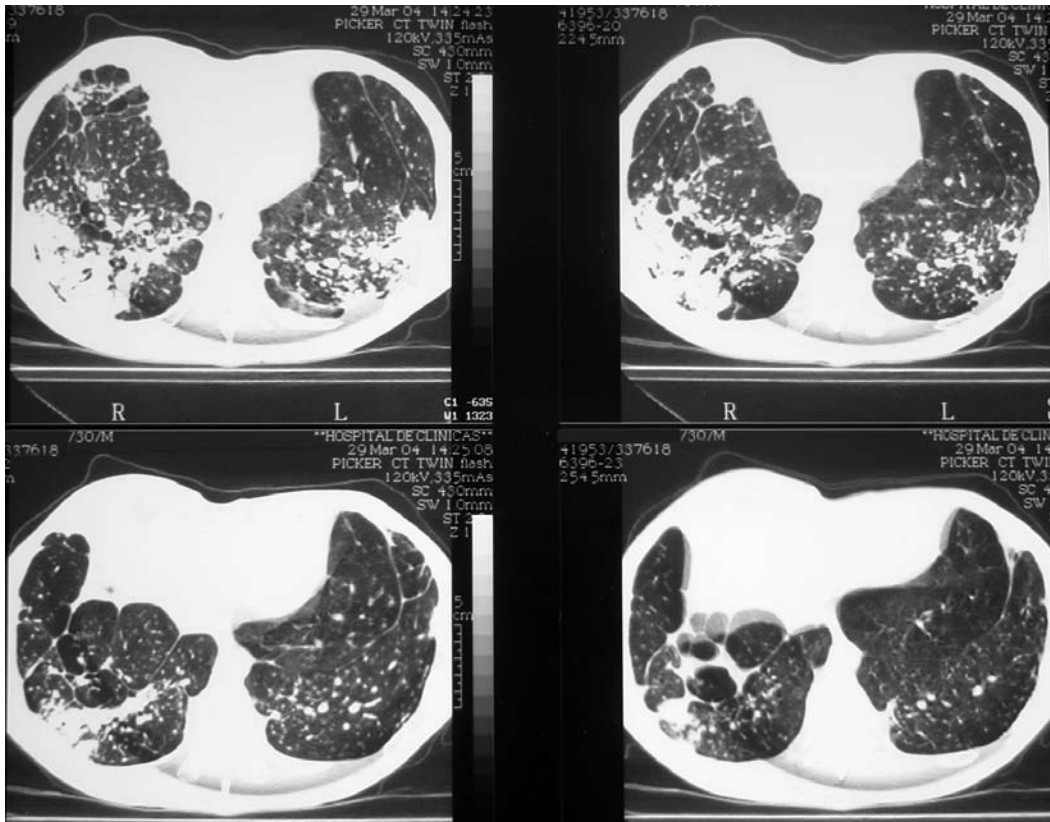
Tomografía axial.
